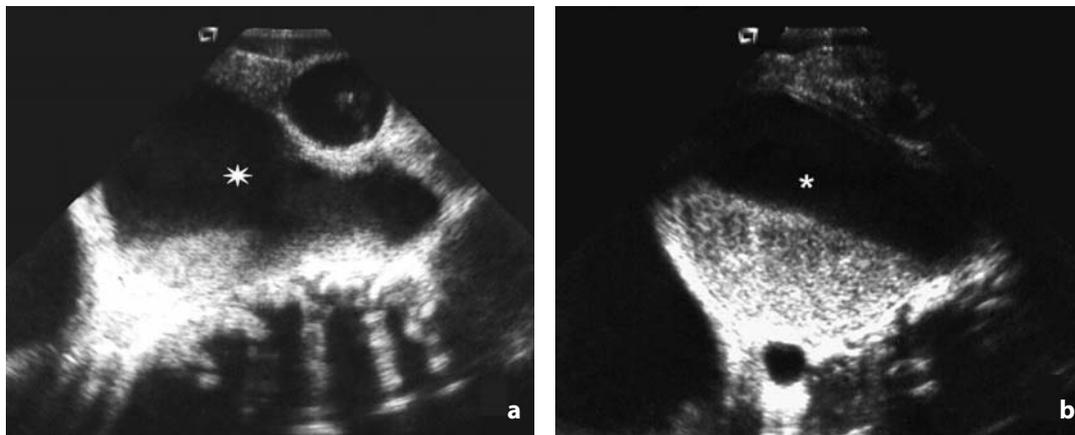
Atresia vaginale. La scansione ecografica longitudinale (a) e trasversale (b) mostrano voluminosa massa pelvica (asterisco) a struttura disomogenea, per ritenzione di secreti, con sviluppo prevalente nella porzione superiore ed aspetto affusolato in quella più caudale, vicina al tratto atresico
